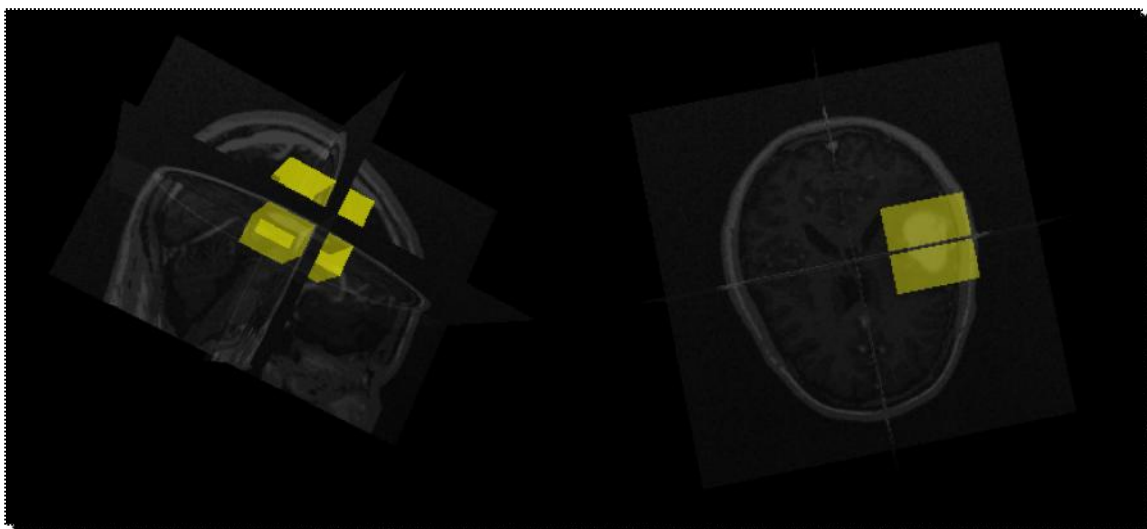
Volumen MRI renderizando utilizando cortes ortogonales con ROI seleccionada.
